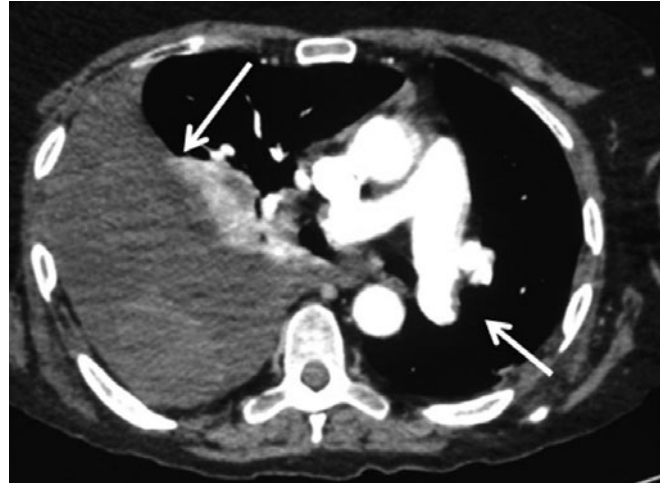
Computed tomography (CT) image showing extensive pleural effusion in right hemithorax and failure of filling of contrast in the left pulmonary artery with chronic characteristics.
